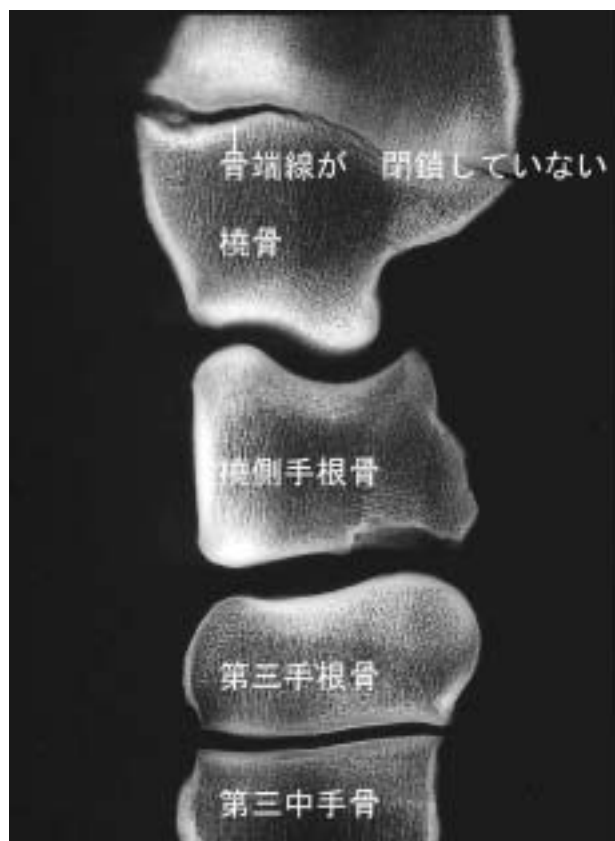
育成馬の橈骨遠位部を鋸断（矢状方向）した骨の軟X線像
